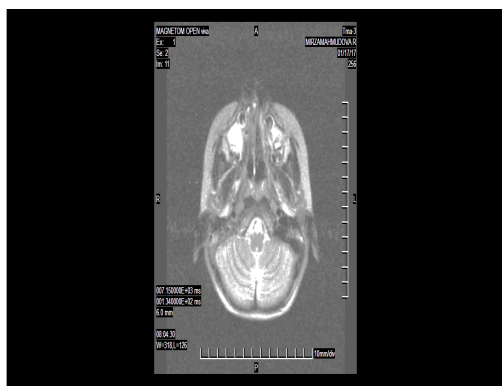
Та же пациентка. МР-томограмма. Аксиальная проекция. Визуализируется целостная структура твердого и мягкого неба после операции сформированного небно-глоточного кольца.
